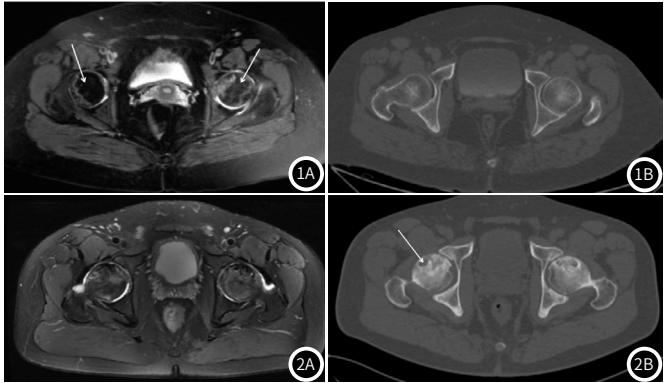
患者，女，59岁，MR、CT图像对比。1A：横断面T₂-STIR像，白色箭头处显示双侧股骨头地图征，II期；1B：CT横断面显示双股骨头未见异常。
